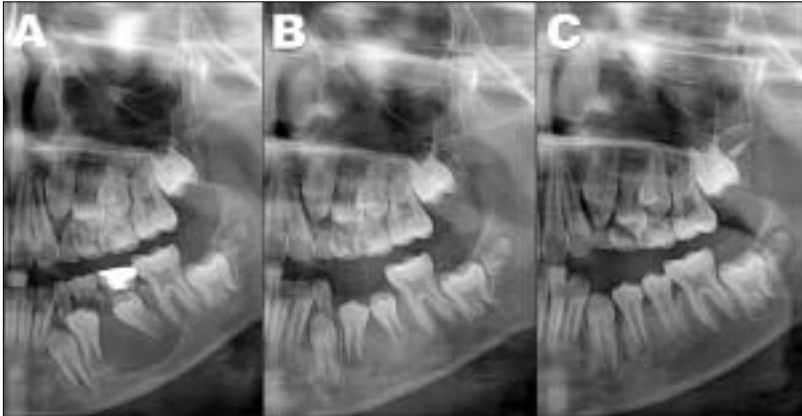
(A) Preoperative panoramic radiogram. (B) 4M after decompression. (C) 10M after decompression.
